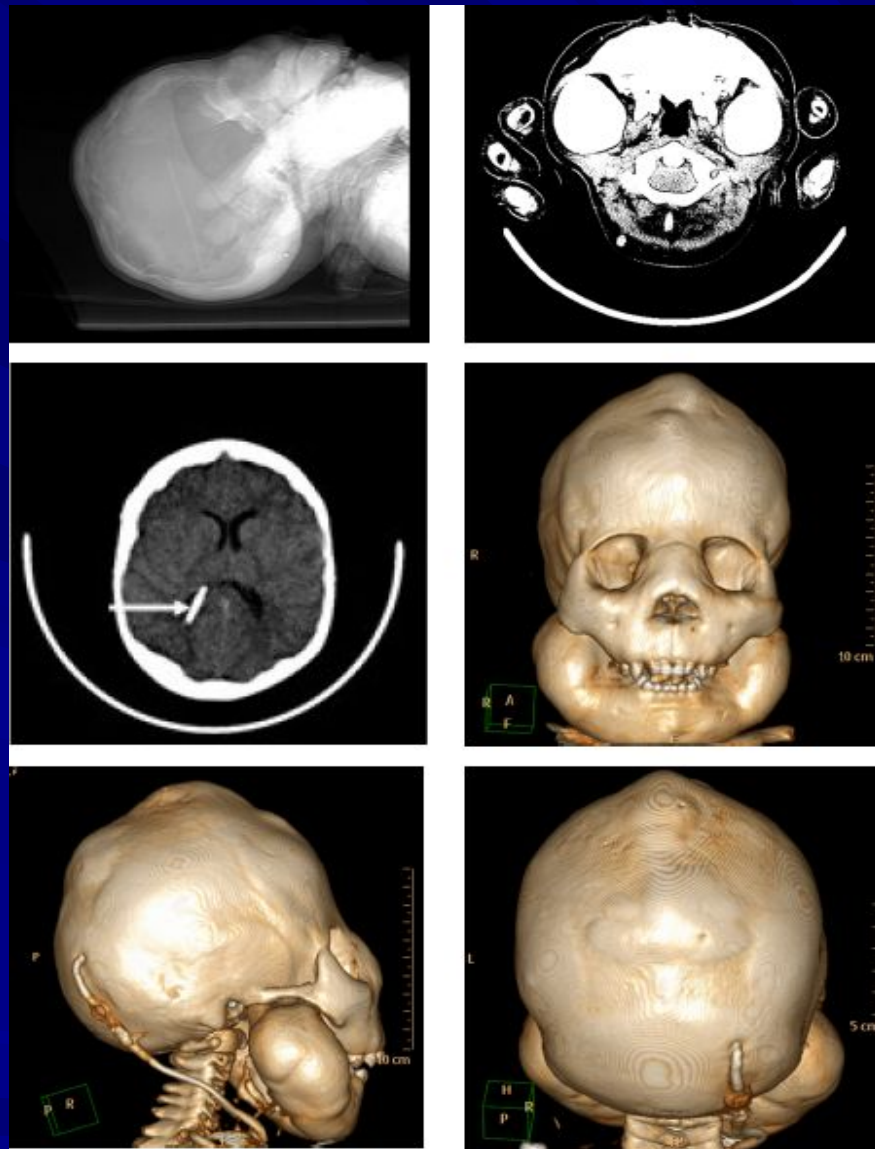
Комп'ютерна томографія головного мозку. Фіброзна дисплазія, краніосиностоз, стан після лікворошунтувальної операції (стрілка — шунт).
